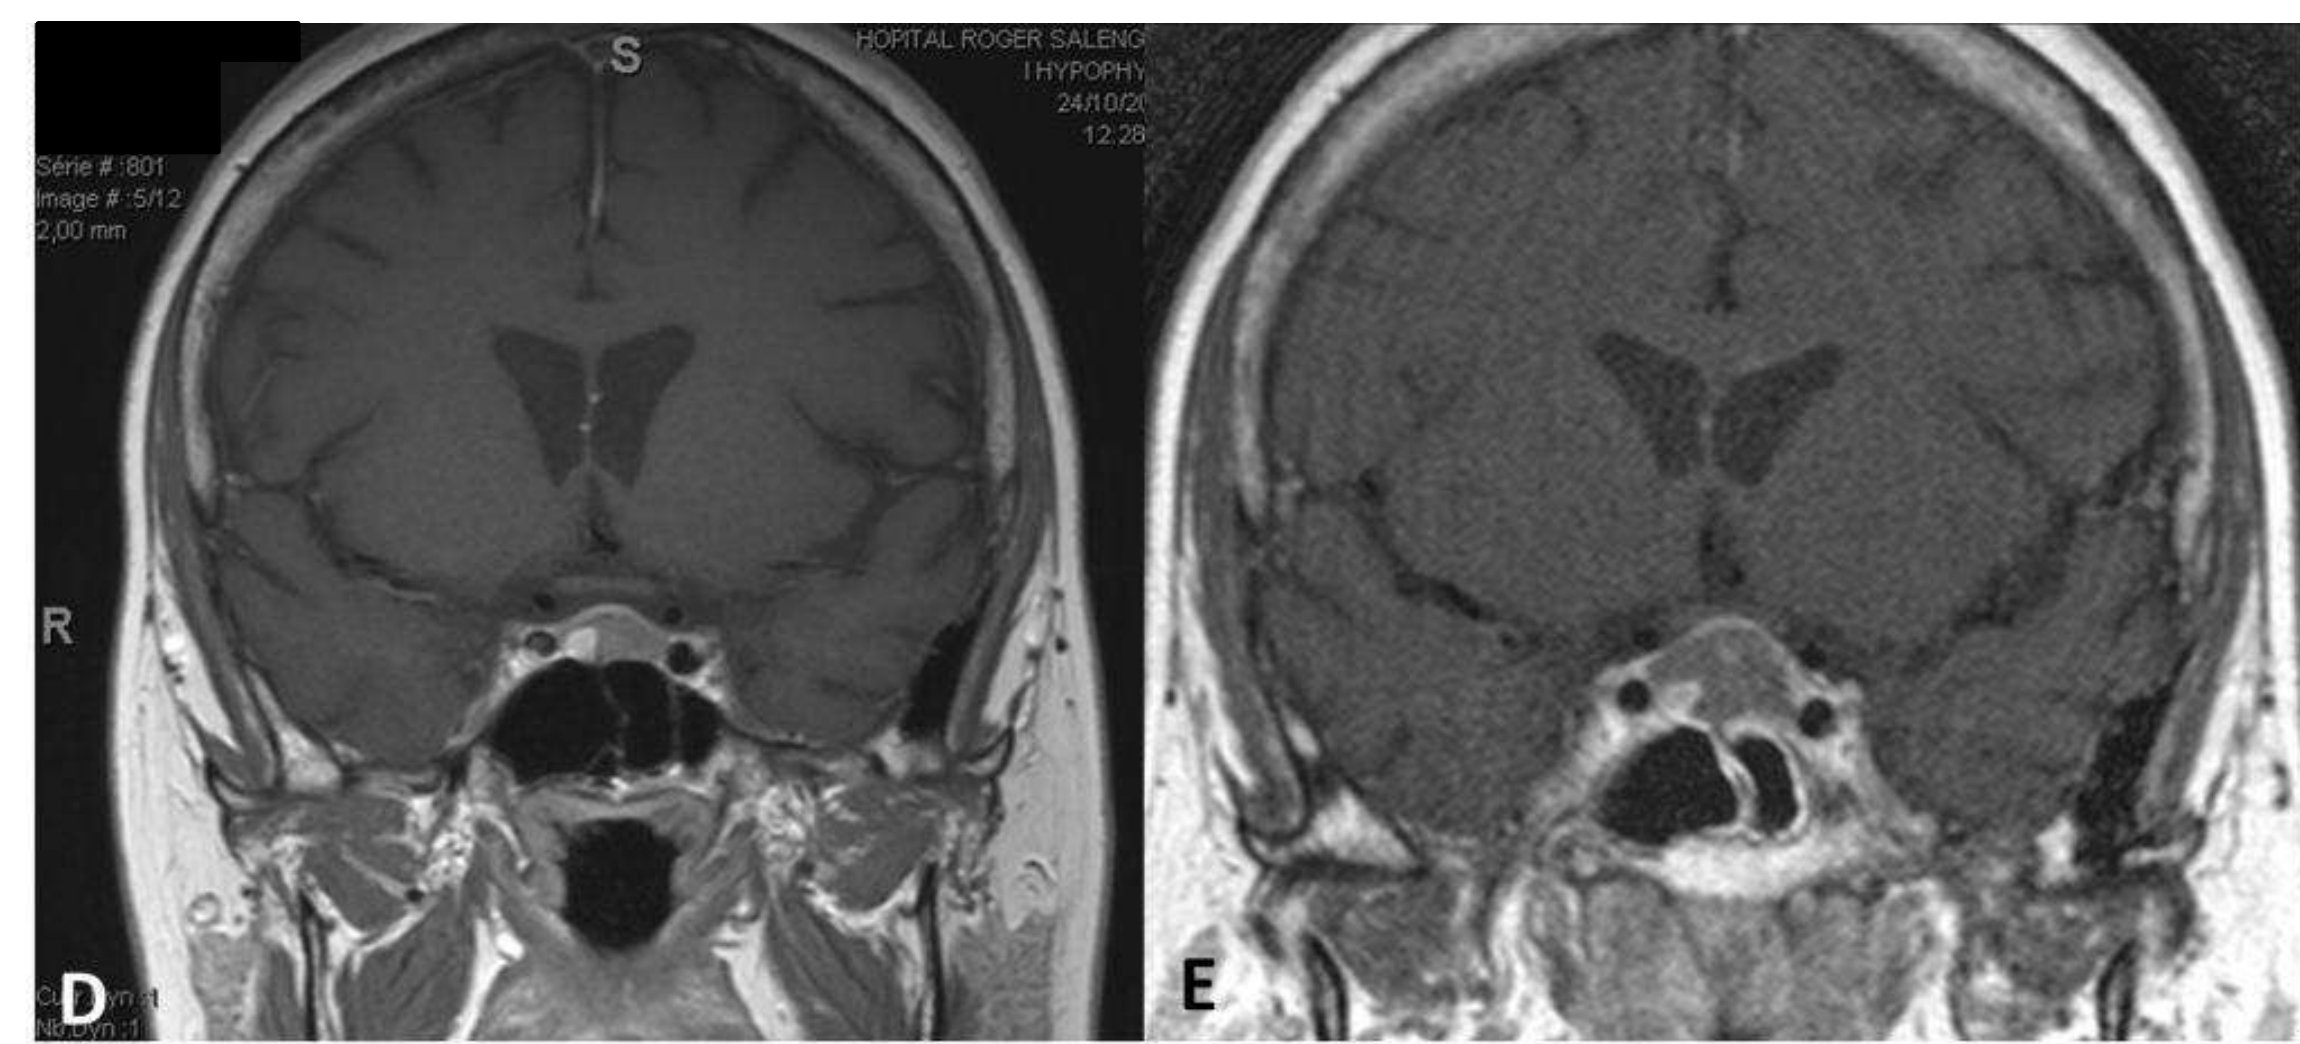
IRM Coupe coronale T1+ gadolinium au moment du diagnostic: Adénome hypophysaire mesurant 14 x 7 X 10 mm.
